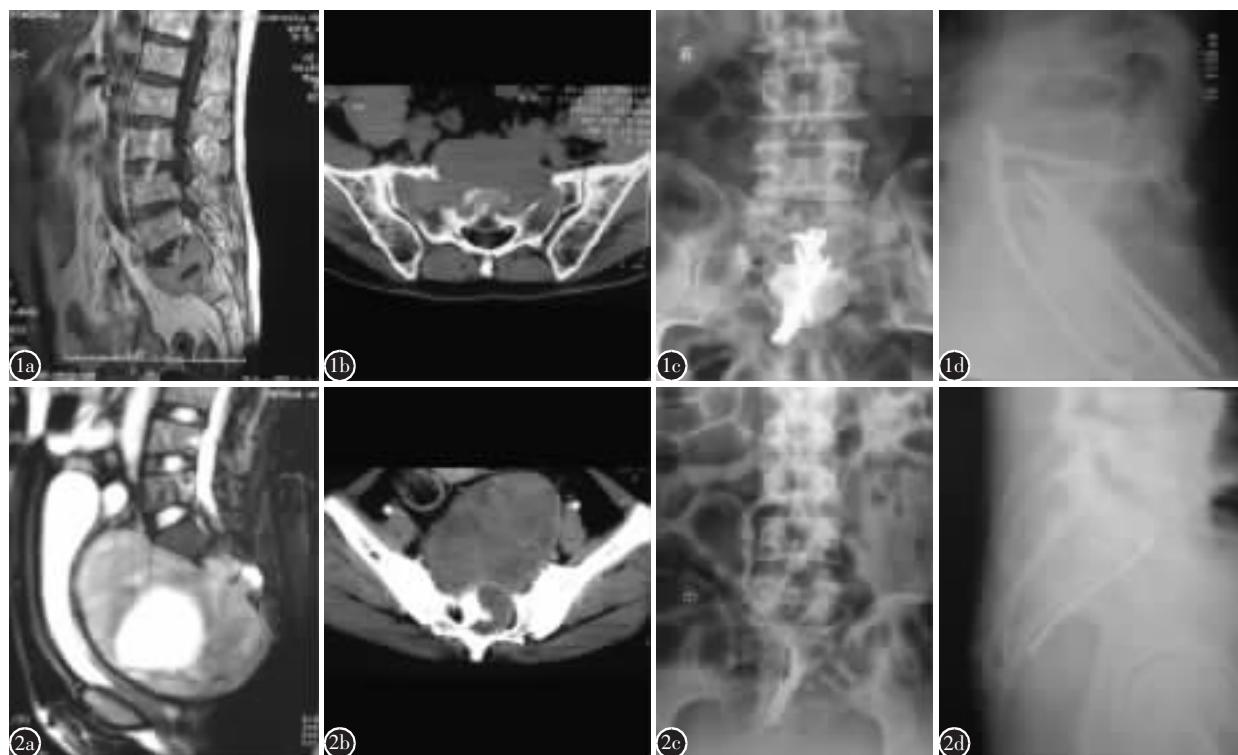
患者,男,52岁,肺癌术后脊柱转移 a 术前 MRI 示瘤体主要侵犯 S1、S2 椎体 b CT 显示 S1、S2 椎体前中柱严重破坏 c、d 行 S1~S2 肿瘤切除、骨水泥填充,L5~S3 椎体前方 U 形骑跨钛板固定术后 X 光线正侧位片示内固定位置良好
